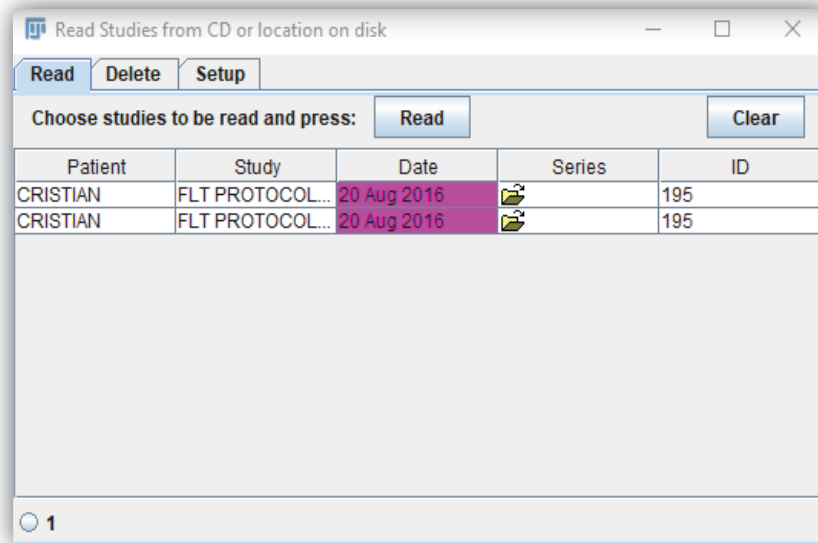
Ventana de BI donde se seleccionará el archivo PET-CT con el cual se trabajará.
